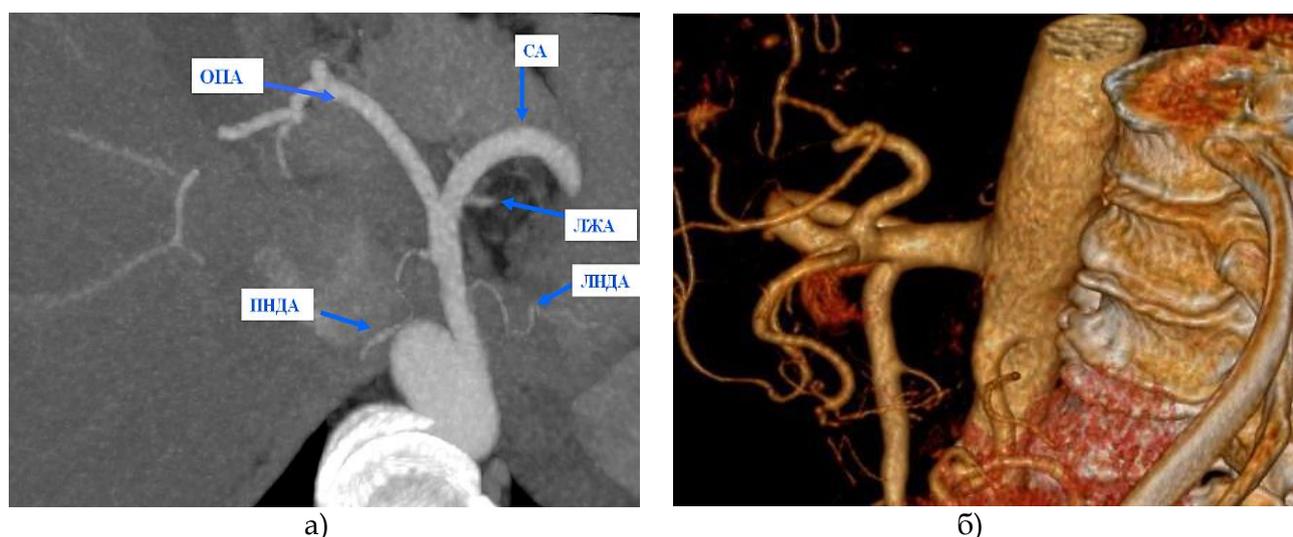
Квадрифуркационные варианты ветвления чревного ствола: а) простой; б) сложный. ЛЖА – левая желудочная артерия; ОПА – общая печеночная артерия; СА – селезеночная артерия; ОНДА – общая нижняя диафрагмальная артерия; ПНДА – правая нижняя диафрагмальная артерия; ЛНДА – левая нижняя диафрагмальная артерия. МСКТ.
